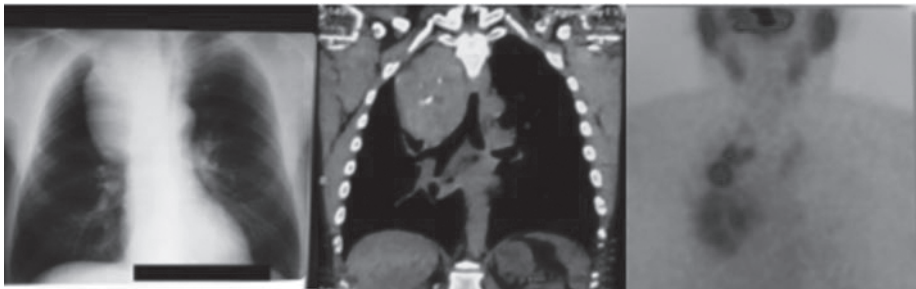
Гигантский загрудинный зоб справа по данным рентгенографии и КТ грудной клетки, тиреосцинтиграфии с ^{99}Tc -пертехнетатом
